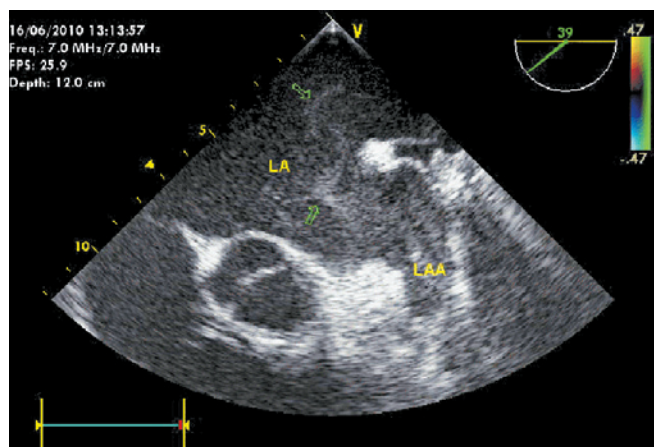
Чреспищеводная эхокардиограмма. ФСК IV степени в полости и ушке ЛП. Эхогенный рисунок в виде водоворота в течение всего сердечного цикла
